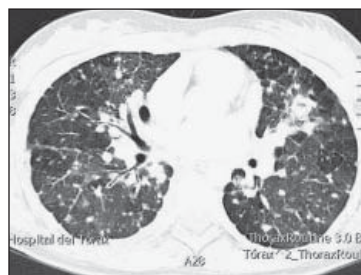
TAC de tórax con técnica de parénquima.
